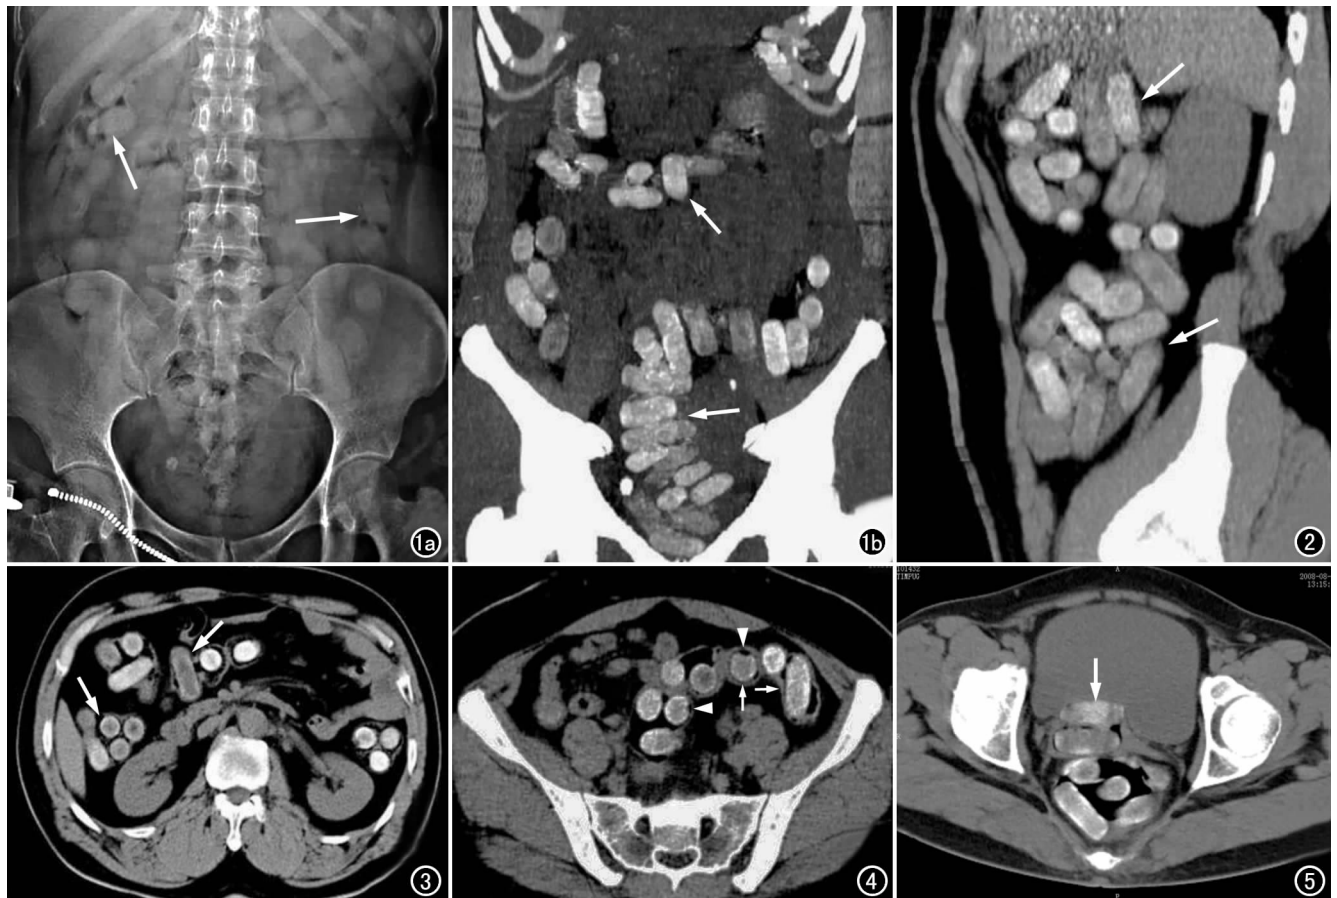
女,33 岁。a) 腹部 DR 片,示肠道区域多发圆形、椭圆形等或略高密度异物影,部分周围可见低密度气环征(箭),平片能确定的消化道异物约 25 粒; b) CT 冠状面 MIP,示结肠全段、直肠区域大量高密度异物影(箭),CT 见消化道内异物共 64 粒。图 2 男,45 岁,CT 矢状面 MPR,示升结肠、横结肠肝曲及回肠末端大量高密度异物影(箭),肠管扩张明显。图 3 CT 横断面,示肠道走行区多个大小形状基本一致的圆形、椭圆形、短柱状高密度异物影,其内部密度不均,周边部分密度较中间稍高,异物长度 3.8~4.2 cm,直径约 1.8 cm,表面光滑(箭)。图 4 CT 横断面,示圆形高密度异物影外周一 1.0~2.0 mm 宽的低密度环影,即气环征或包膜征(箭头),部分异物横断面上可见短小低密度裂隙和切迹样改变(箭)。图 5 女,44 岁,CT 横断面,示直肠内多个圆形、条片状高密度异物影,肠管扩张积气,同时见阴道内条片状高密度异物影(箭)。
